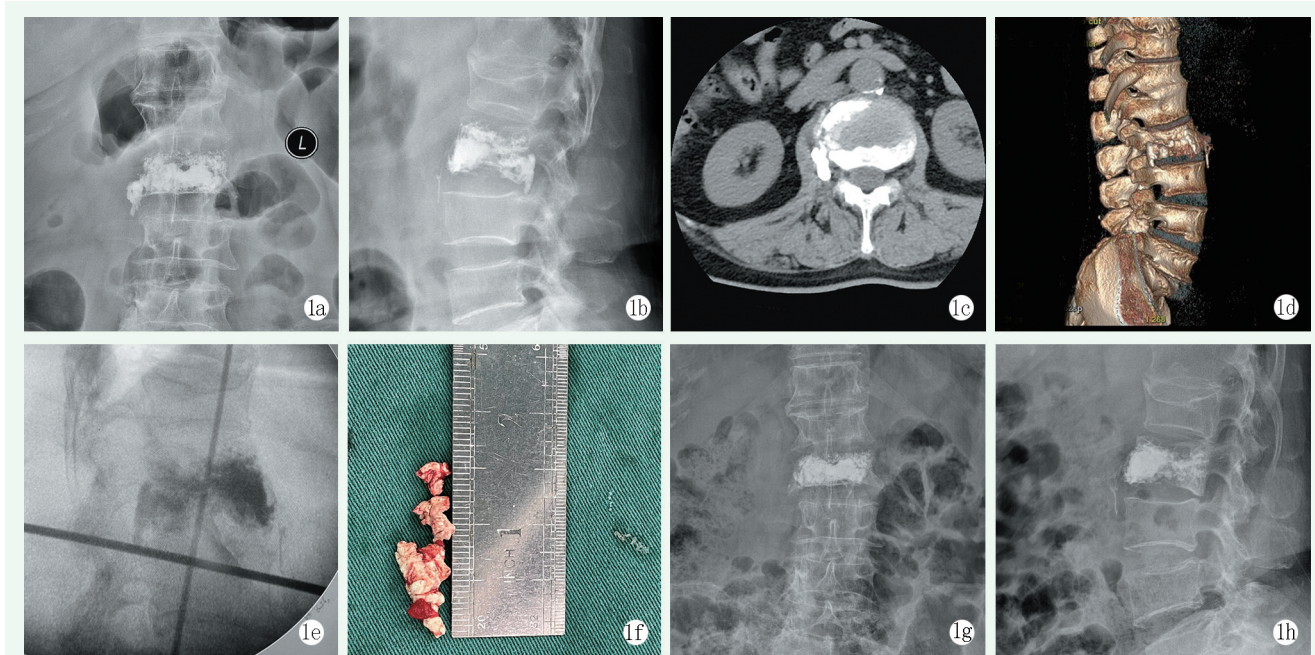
本例患者，女性，64岁，L<sub>2</sub>椎体PKP术后骨水泥渗漏至L<sub>2/3</sub>右侧椎间孔处，行斜外侧入路切开取出术 1a, 1b: 术前X线片示骨水泥渗漏至L<sub>2/3</sub>右侧椎间孔处 1c, 1d: 术前CT示骨水泥沿椎体骨折骨皮质缺损处渗漏至椎间孔外侧腰大肌内侧，骨水泥块较大 1e: 术中C形臂X线机定位L<sub>2/3</sub>间隙 1f: 手术取出的骨水泥块 1g, 1h: 术后1个月复查X线示骨水泥无渗漏
